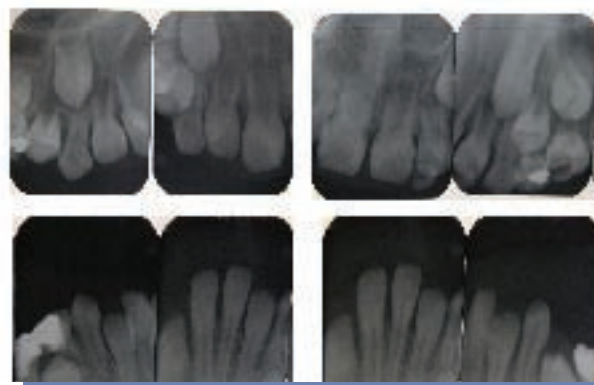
Radiografías retroalveolares que confirman la presencia de las piezas dentarias permanentes bajo el tejido gingival.
